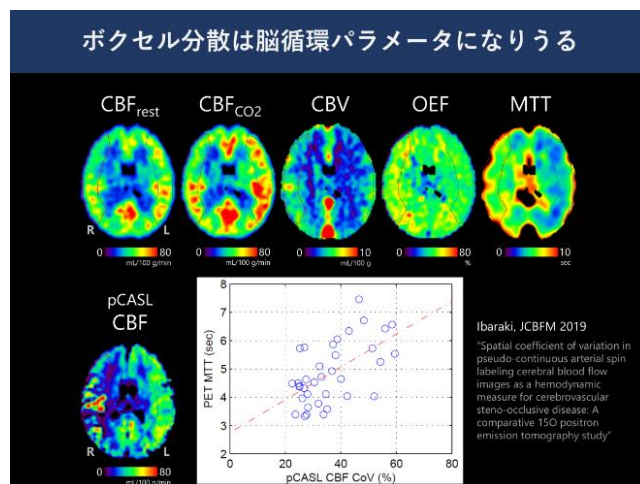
ASL MRI のボクセル分散は脳循環パラメータ
